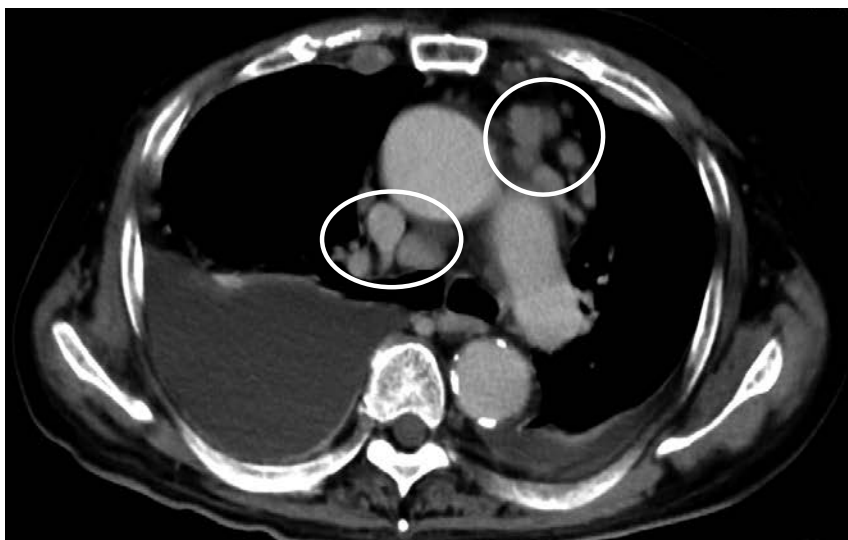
b 胸腹部造影 CT 検査：両側胸水および縦隔・肺門リンパ節腫大を認めた。
